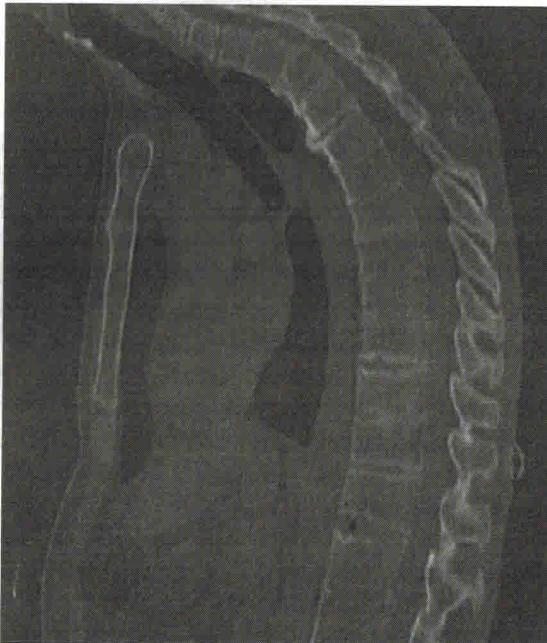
Магнитно-резонансная томограмма грудного отдела позвоночника. Болезнь Бехтерева
